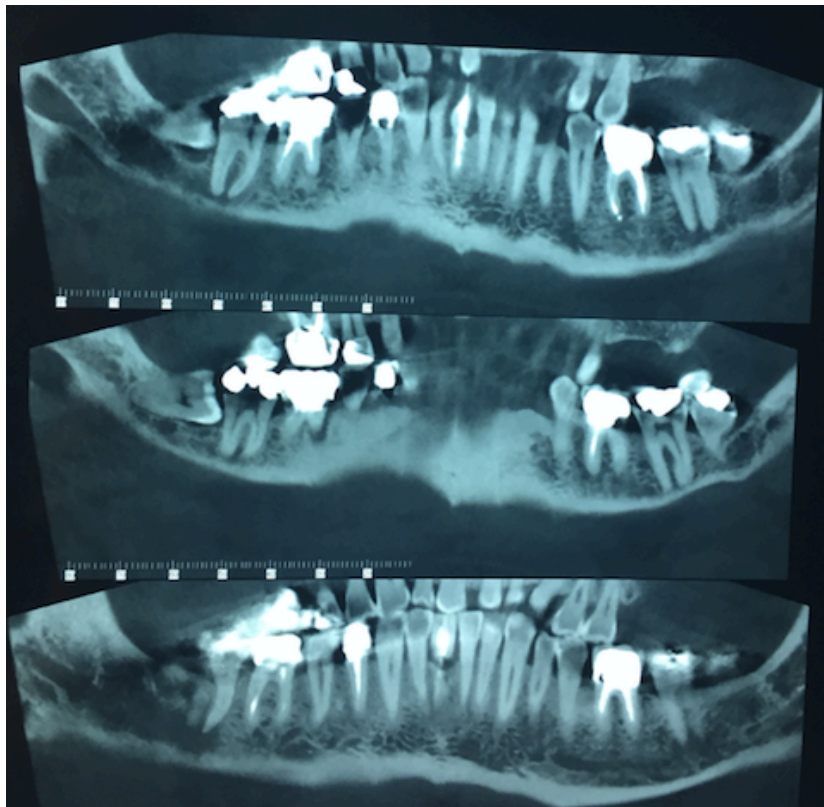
Coupes coronales panoramiques de la tomographie volumétrique
